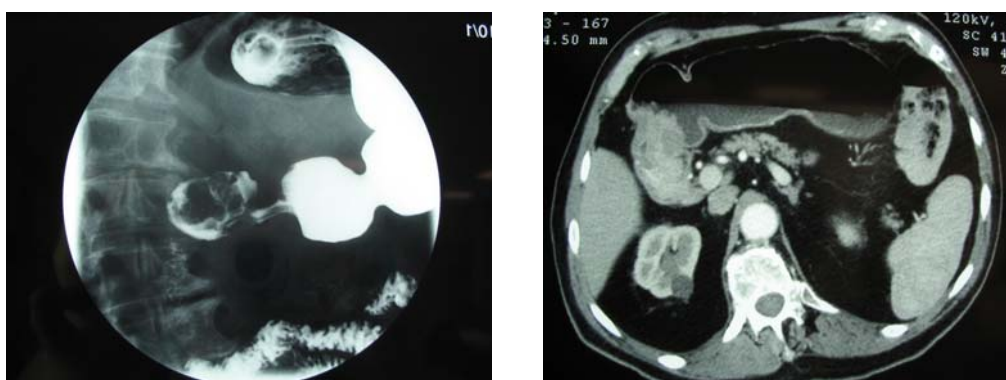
Imatge de radiologia amb contrast (esquerra) i de TC de neoplàsia antral (dreta)
